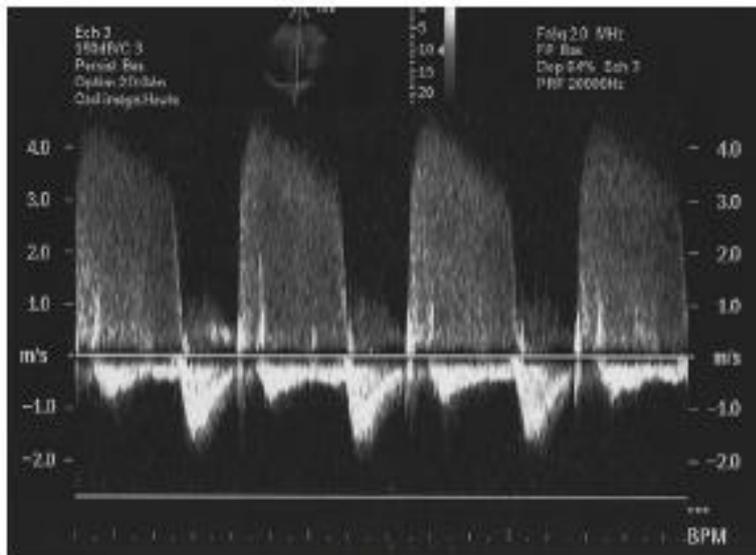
Doppler continu : flux diastolique d'insuffisance aortique.
